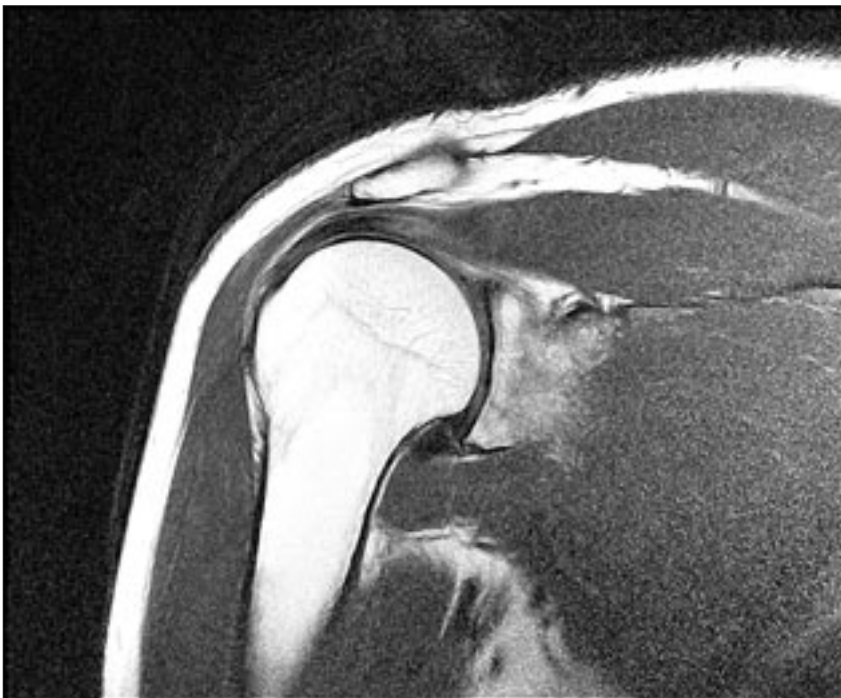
Пример обработки МРТ изображения форматом кадра 1024×1024×10b.
